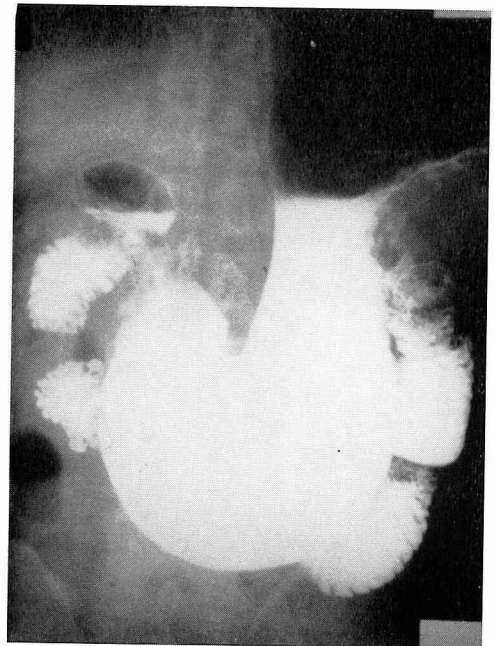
症例4の1ヵ月後の胃X線像（立位充盈像）
